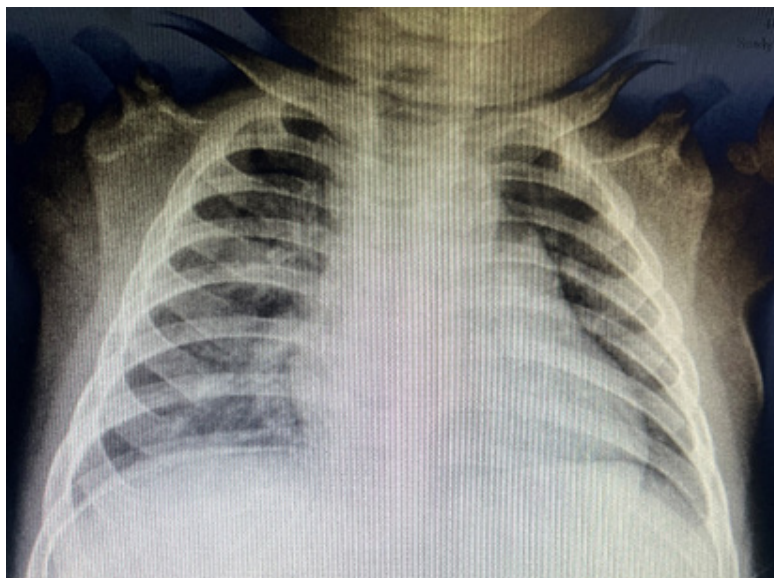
Radiografia do tórax anteroposterior do paciente do relato de caso realizado no ambulatório em março de 2023 em reavaliação após segunda internação.
